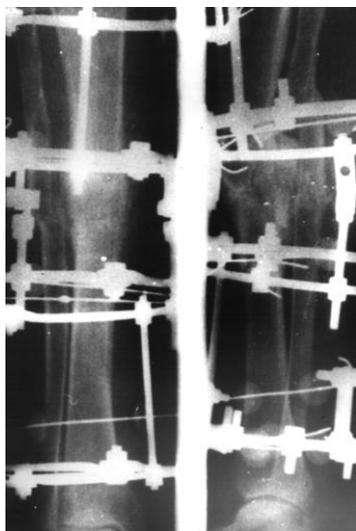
Рентгенограмма больного Е. в процессе лечения
